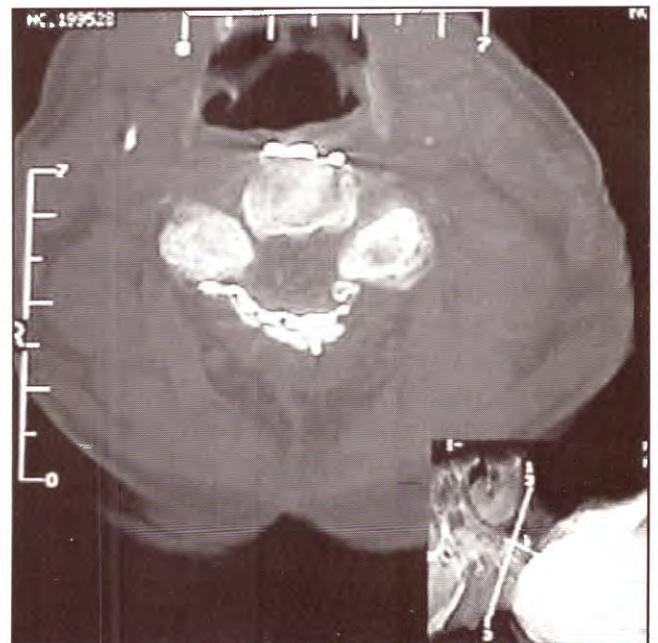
TAC postoperatoria del mismo paciente; obsérvese la ampliación del canal.
